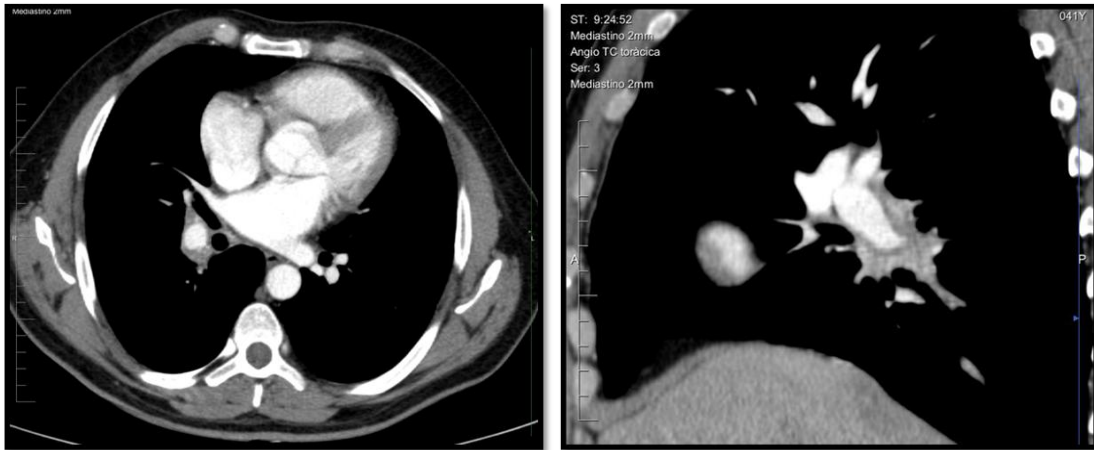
Aneurisma de Rasmussen. TC con contraste endovenoso : dilatación aneurismática de la arteria pulmonar descendente producida por una lesión tuberculosa hilar derecha.
